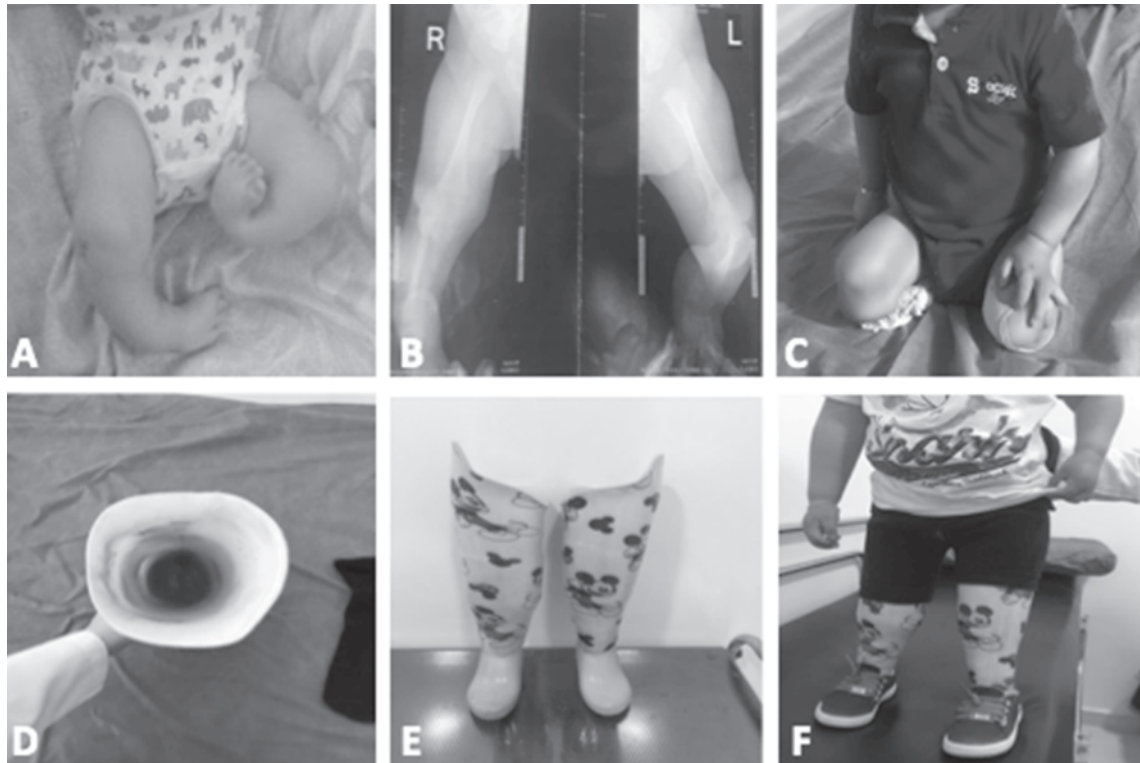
A) Examen físico con deformidad en la tibia, ausencia de peroné y oligodactilia. B) Radiografía AP de piernas donde se evidencia en ambos miembros inferiores ausencia de peroné, con tibia más corta. C) Examen físico posterior a amputación supracondilea bilateral. D, E y F) Prótesis pediátricas para amputación transfemoral bilateral larga.
